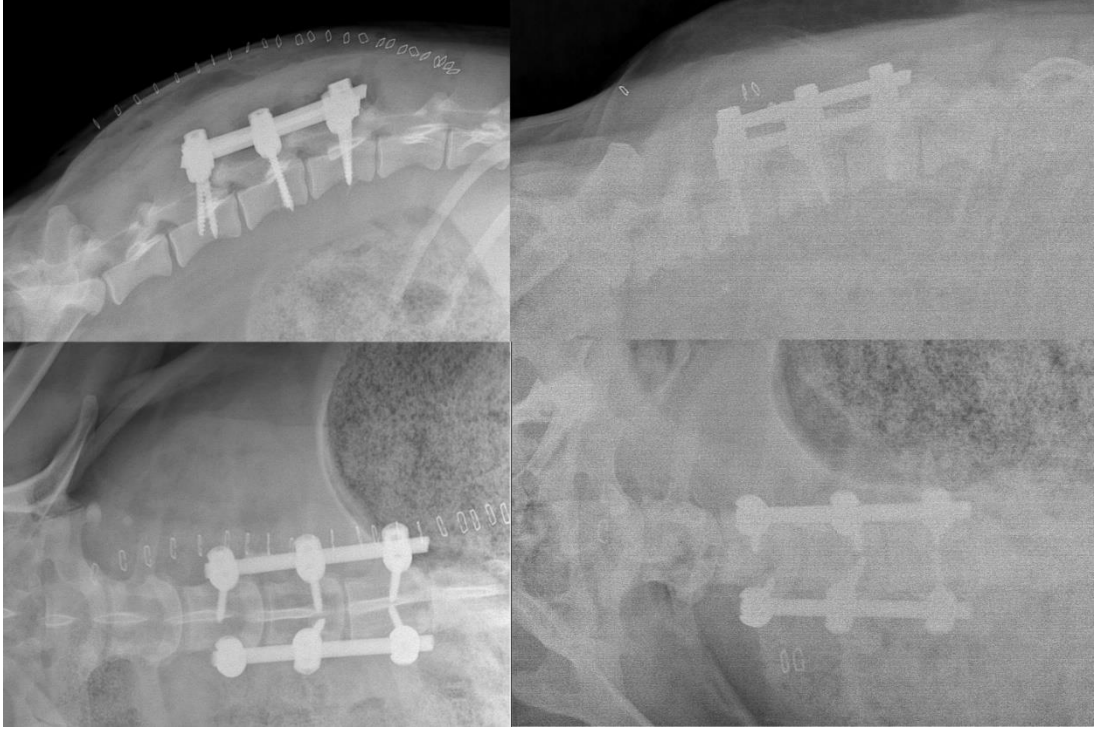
7. koyunun ameliyat sonrası ve 6 ay sonrasındaki röntgen sonuçları
